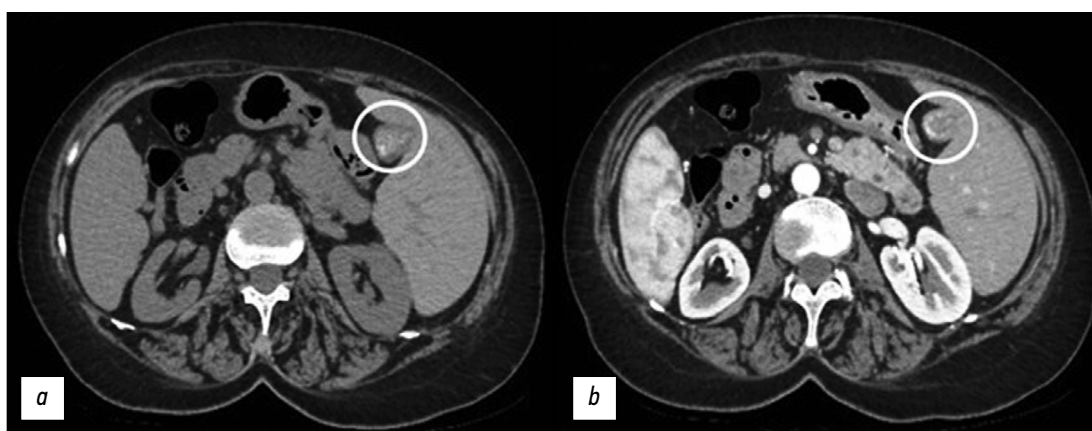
Компьютерная томография: *a* — без контрастирования; *b* — с контрастированием. Виден желчный пузырь с множественными кальцификатами, что и явилось причиной болей в области живота слева.
